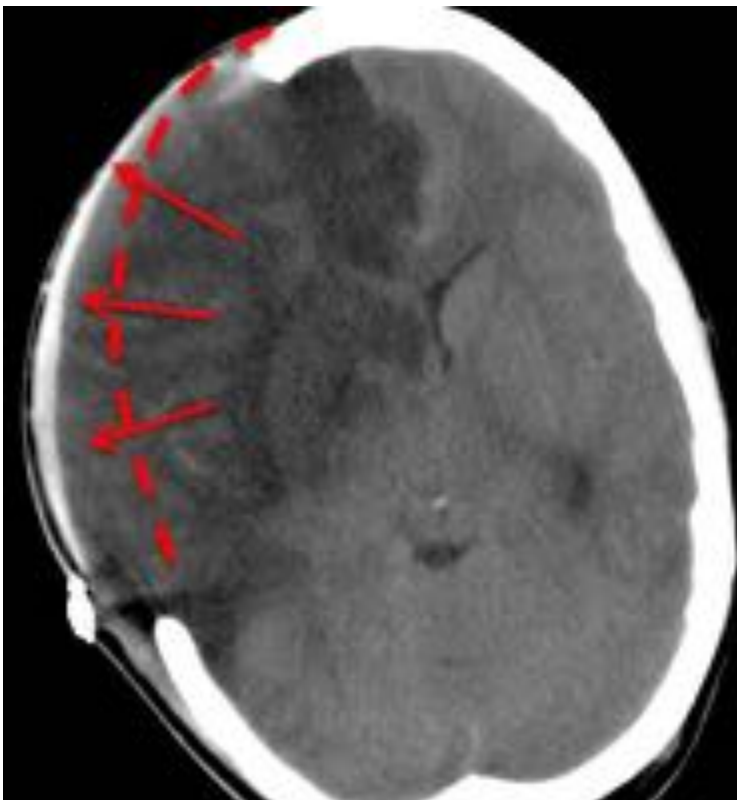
TC sin contraste: CD frontoparietal derecha. Herniación de parénquima cerebral a través de la CD.
